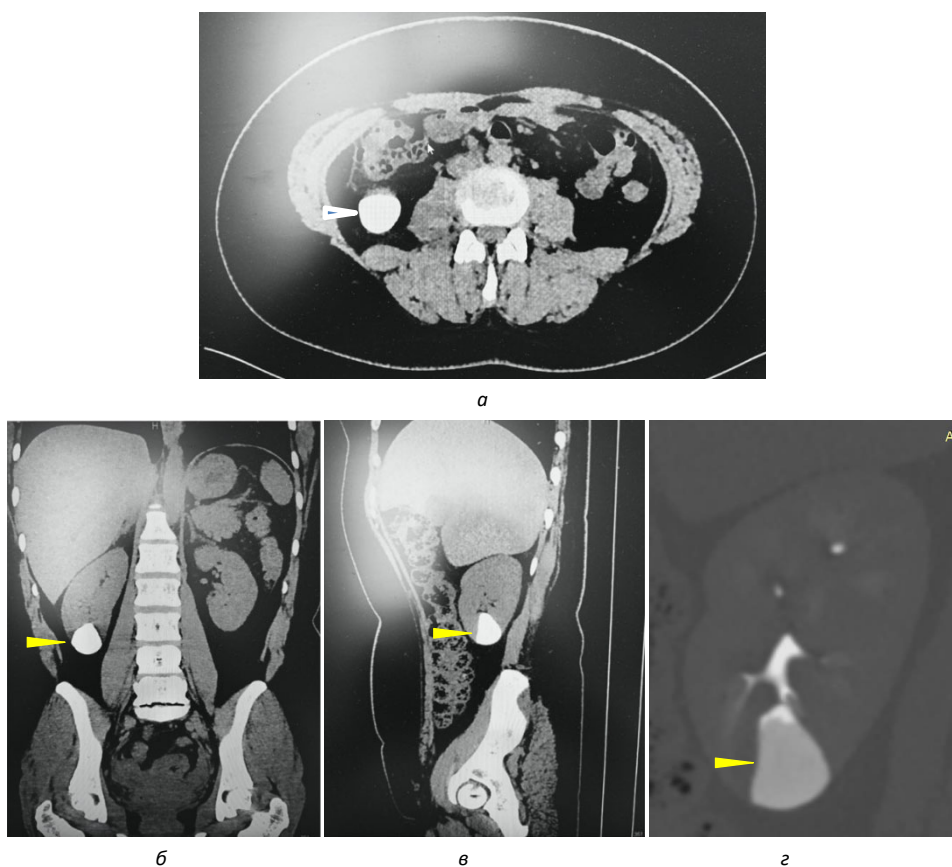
Дооперационная компьютерная томография органов брюшной полости, почек и забрюшинного пространства с контрастированием, выполненная в различных плоскостях сканирования с реконструкцией аксиальных срезов:
